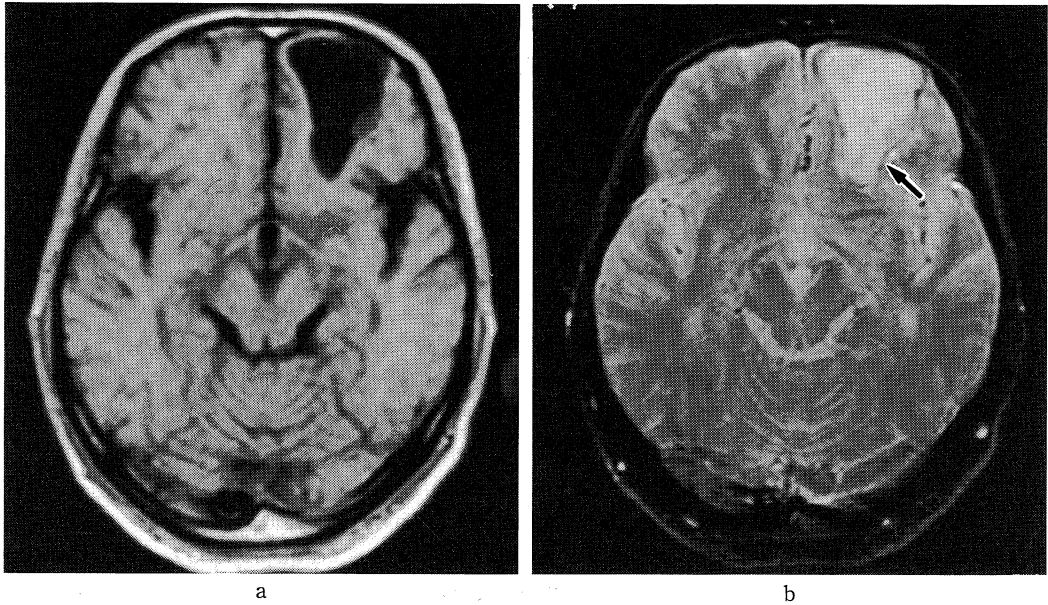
MR images (a. T1-weighted image, b. T2-weighted image). T1-weighted image showed a low intensity area in the left frontal lobe. The lesion was disclosed as a high intensity area circumscribed by thin layer of low intensity (arrow) which indicated hemosiderin.
